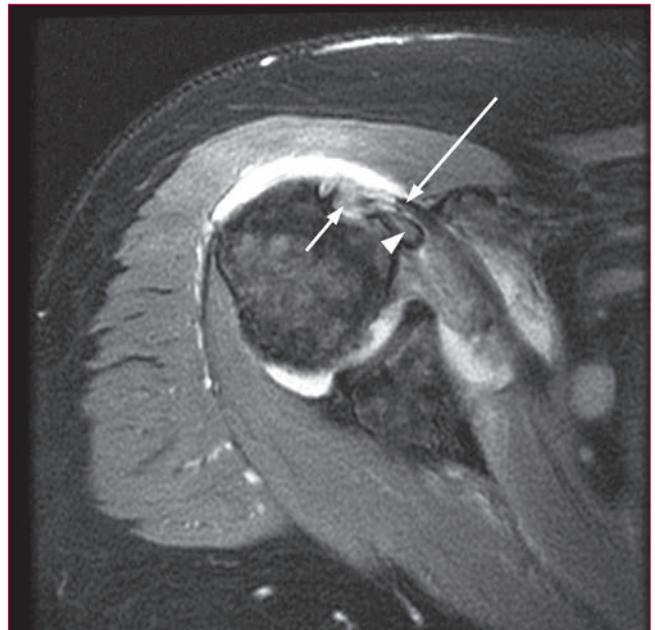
Imagen de resonancia magnética ponderada en T2 axial del hombro en la que se aprecian una luxación medial del tendón del bíceps (punta de flecha), la corredera bicipital vacía (flecha corta) y un desgarro del subescapular (flecha larga).
